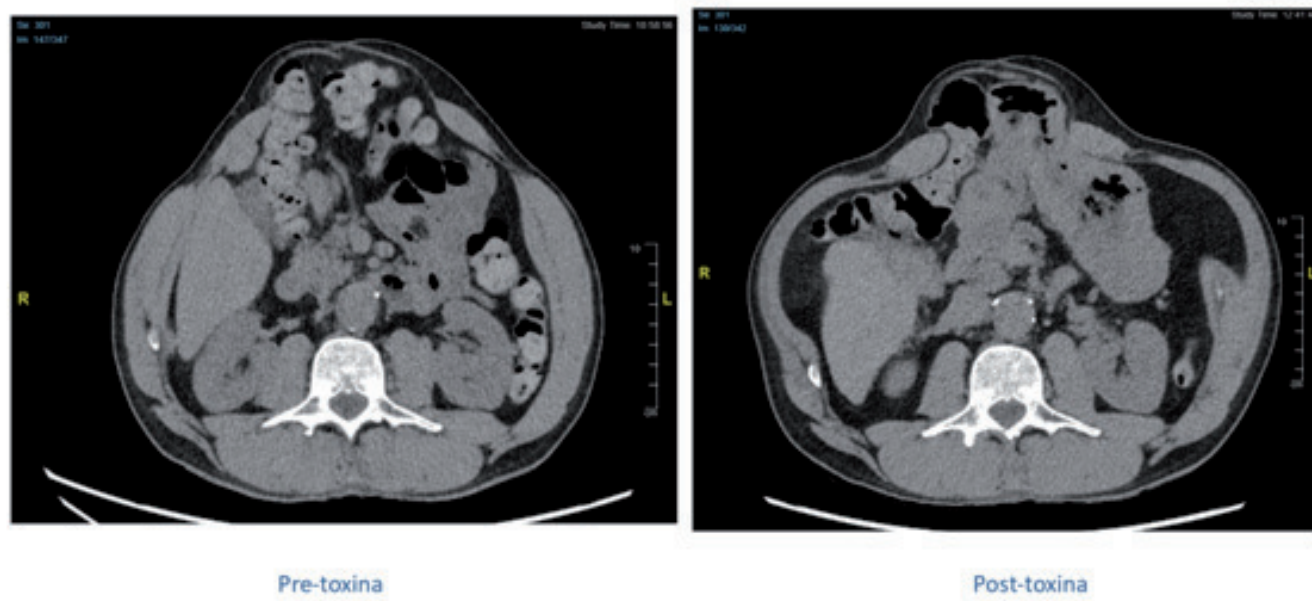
TAC abdominal realizado antes y después de la administración de toxina botulínica.
